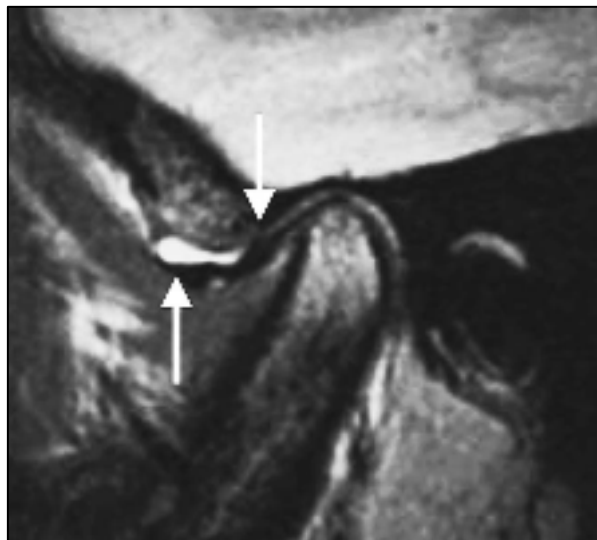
Corte sagital, se observa el disco articular (flechas) con señal hipointensa y moderadamente desplazado anteriormente. La secuencia en T2 muestra una efusión del compartimiento superior. Tomado de: A. M. Whyte, D. McNamara, I. Rosenberg, A. W. Whyte: Magnetic resonance imaging in the evaluation of temporomandibular joint disc displacement—a review of 144 cases. *Int. J. Oral Maxillofac. Surg.* 2006; 35: 696–703.
